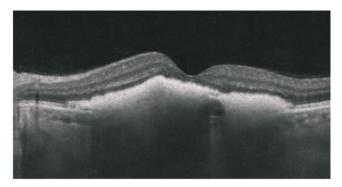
Данные оптической когерентной томографии при субмакулярном кровоизлиянии продолжительностью 30 суток
